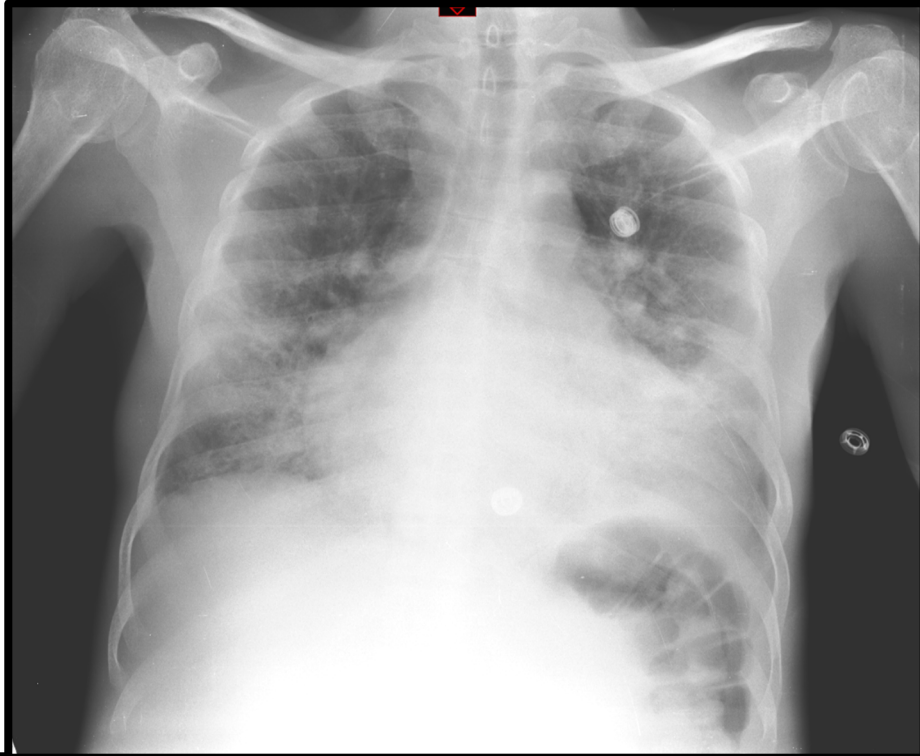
Radiographie pathologique patient drépanocytaire
